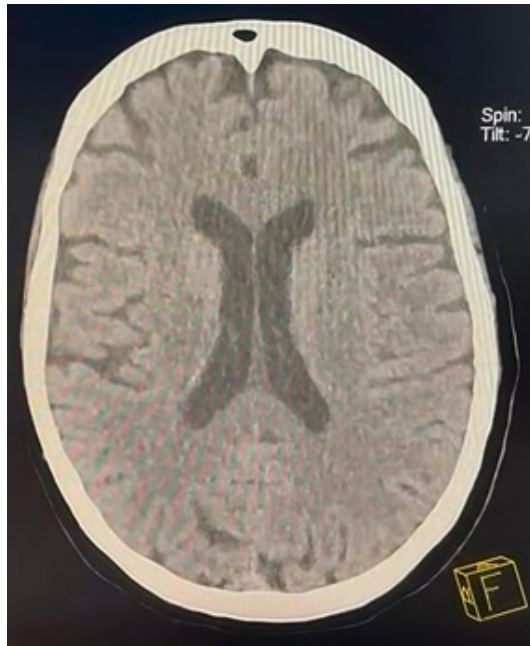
Tomografía computarizada simple de cráneo, vista axial. Estudio sin evidencia de eventos cerebrovasculares de tipo isquémico en estadios agudos, atrofia cortical global leve, microangiopatía crónica, aracnoidocele selar grado II y ateromatosis cálcica intracraneal.
